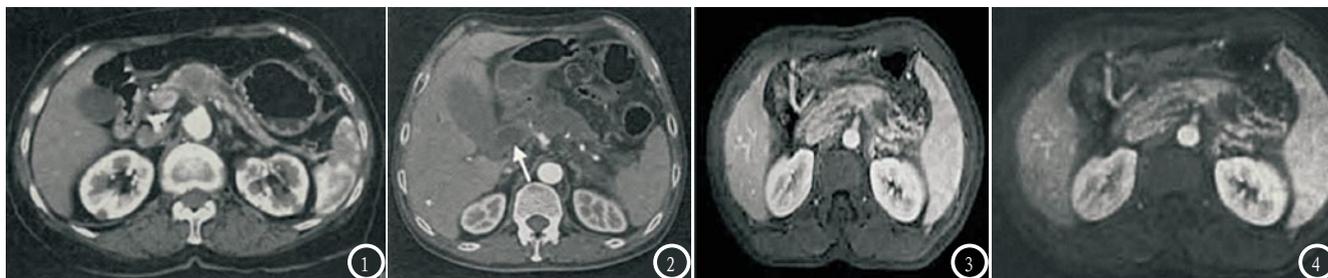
均为胰腺癌患者术前MSCT图。图1 提示胰腺体部不规则,低密度肿块影,可见远端胰管扩张;图2 可见胰头及胰体部不规则低密度肿块影,胆总管明显扩张。图3-4 为胰腺癌患者术前MRI扫描图像。图3 提示胰腺体略增大,可见结节状稍低信号影;图4 提示胰腺体部增大,信号分布不均匀。
